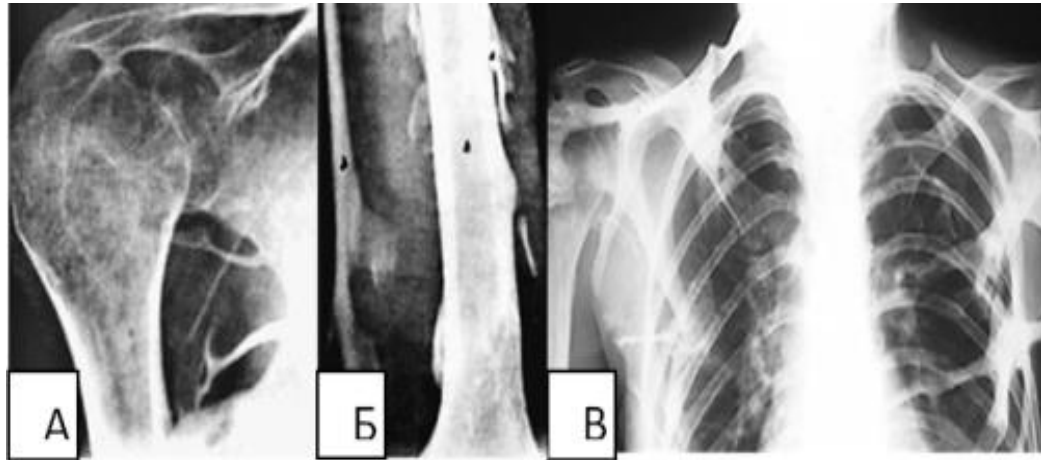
Осифікуюча прогресивна фібродисплазія. Рентгенограми плечової кістки і грудної клітини в прямій проекції різних пацієнтів з анкілозуванням великих суглобів й атрофією м'язів, які пронизані кістковими пластинками: А – визначається кістковий анкілоз плечового суглоба з деформацією, атрофією кісток, що його утворюють, та окремими кістковими перетинками, що з'єднують плечову кістку та лопатку; Б – у плечовій кістці кісткові структури частково виходять із кістки, частково ізолювані і розташовуються під шкірою; В – аналогічні зміни в іншого пацієнта – превалюють кісткові зрощення між ребрами (за Suttton D. і Schinz H.R.).
